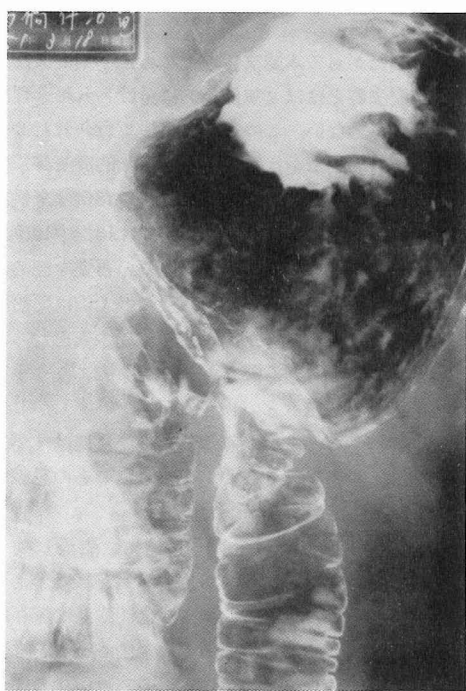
X-ray picture of the healed ulcer shown in Fig. 4.
